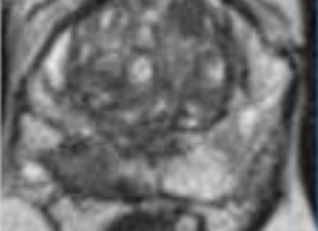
Multiparametric MRI imaging incorporates T2 weight
